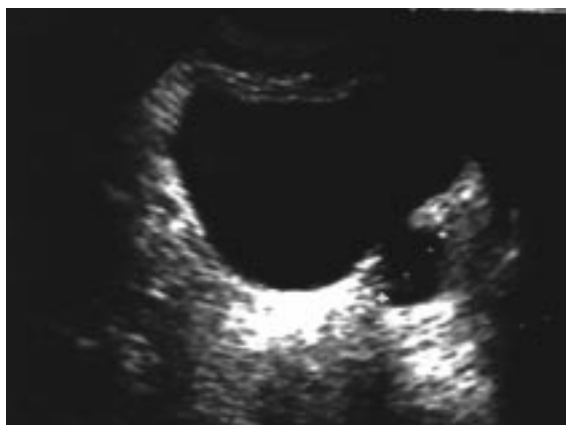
Divertículo vesical (ecografia)
